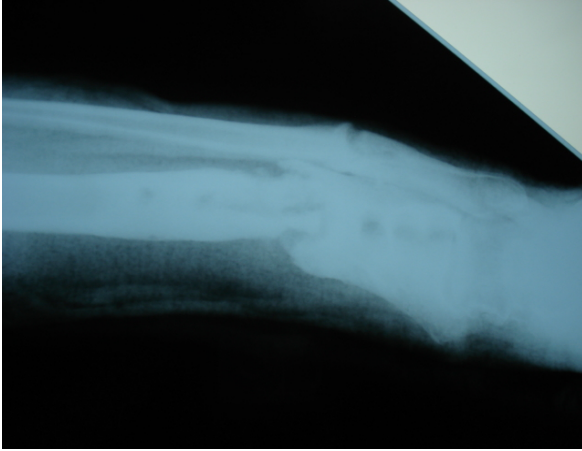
Ön-arka grafide kaynama görülmekte
